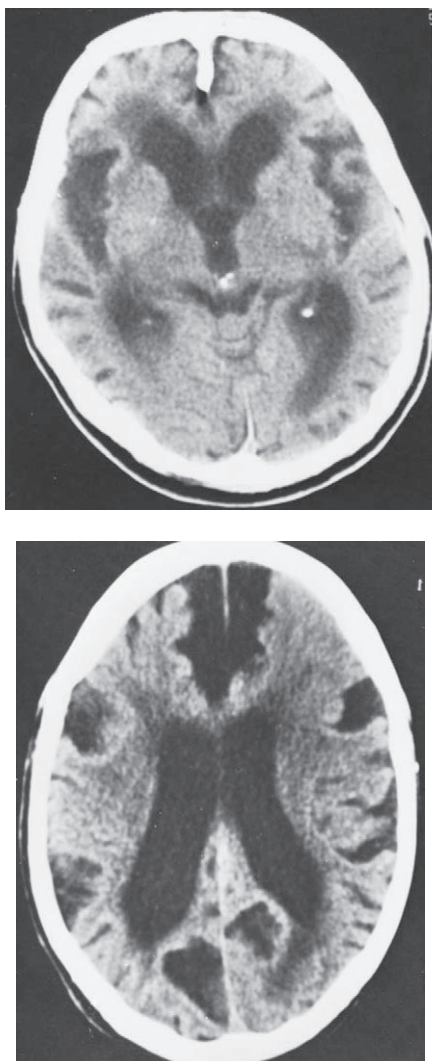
Arriba, enfermedad de Alzheimer. Corte axial de CT que demuestra atrofia cortical cerebral generalizada grave e incremento moderadamente grave del tamaño de los ventrículos. Abajo, enfermedad de Pick. Atrofia selectiva pronunciada de los lóbulos frontal y temporal. (Tomada de Lee SH, Rao KCVG y Zimmerman RA: *Cranial MRI and CT*. New York, McGraw-Hill, 1992, con autorización.)
